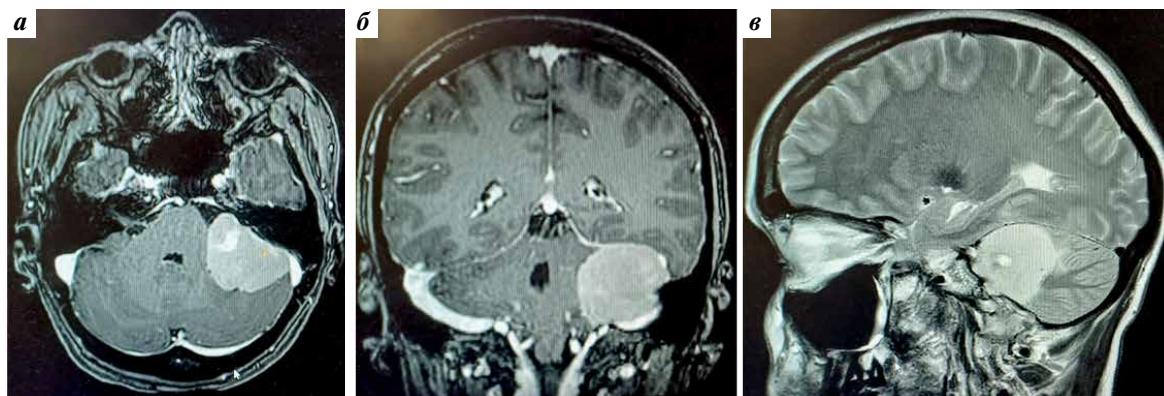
Результаты T1-постконтрастной магнитно-резонансной томографии, демонстрирующие менингиому мостомозжечкового угла: а – аксиальное изображение; б – фронтальное изображение; в – сагиттальное изображение
